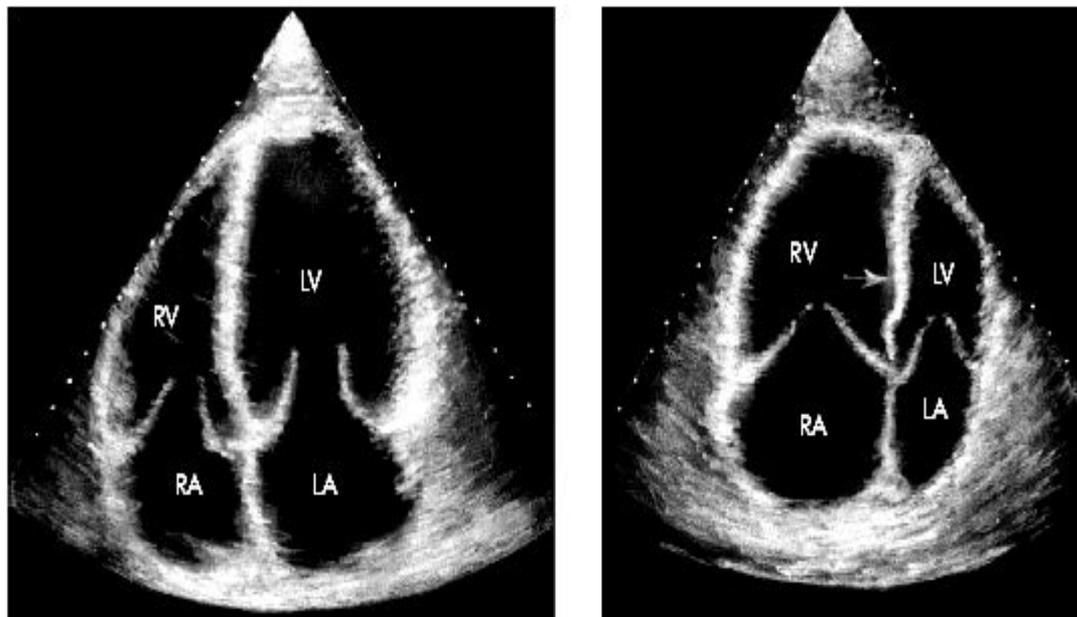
Двухмерные эхокардиограммы, зарегистрированные в апикальной четырехкамерной позиции в норме (а) и у больного хроническим легочным сердцем с выраженной дилатацией правого желудочка (б). В последнем случае верхушка сердца образована ПЖ, объем которого существенно превышает объем ЛЖ, отмечается парадоксальное движение МЖП в сторону левого желудочка (отмечено стрелкой)
